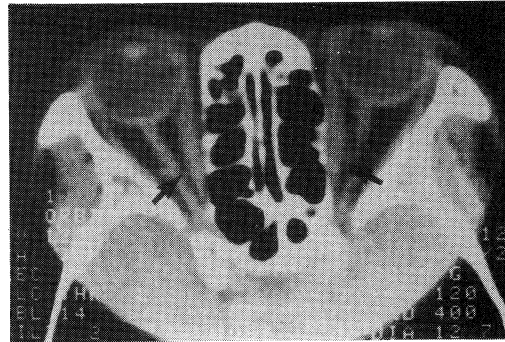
CT scans showing enlargements of bilateral medial rectal muscles.
